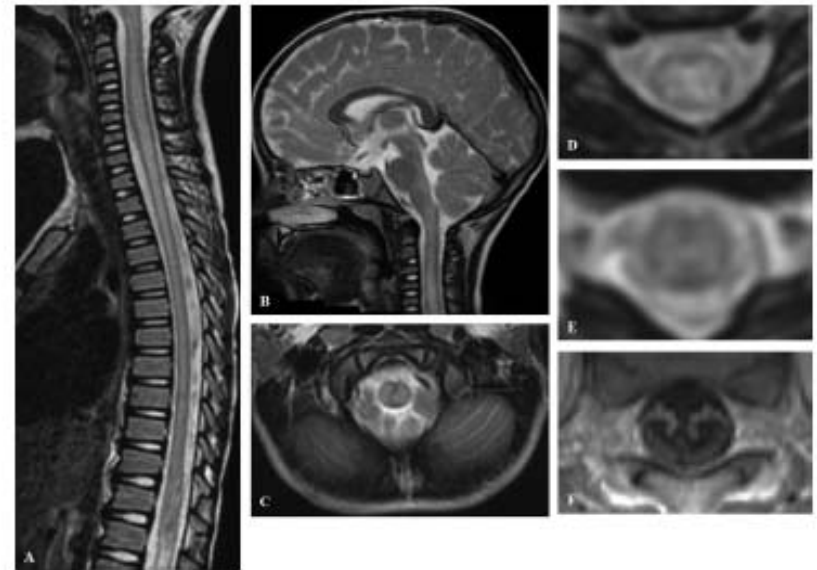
Representative magnetic resonance imaging findings. A–E, T2-weighted images of a 5-y-old child 2 d after the onset of acute flaccid myelitis (AFM). A, Longitudinally extensive hyperintense lesion involving the entire spinal cord was observed. B, This patient also had brainstem lesions ranging from midbrain to medulla oblongata. C, Axial images of medulla showed hyperintensities mainly in pyramids and around the obex. D and E, Axial images of spinal cord demonstrated hyperintensities in gray matter and surrounding white matter (at C5 level in D, and at the Th11/12 level in E). F, Panel shows gadolinium-enhanced T1-weighted images of a 4-y-old child 20 d after the onset of AFM. Enhancement was observed in anterior roots of cauda equina.
